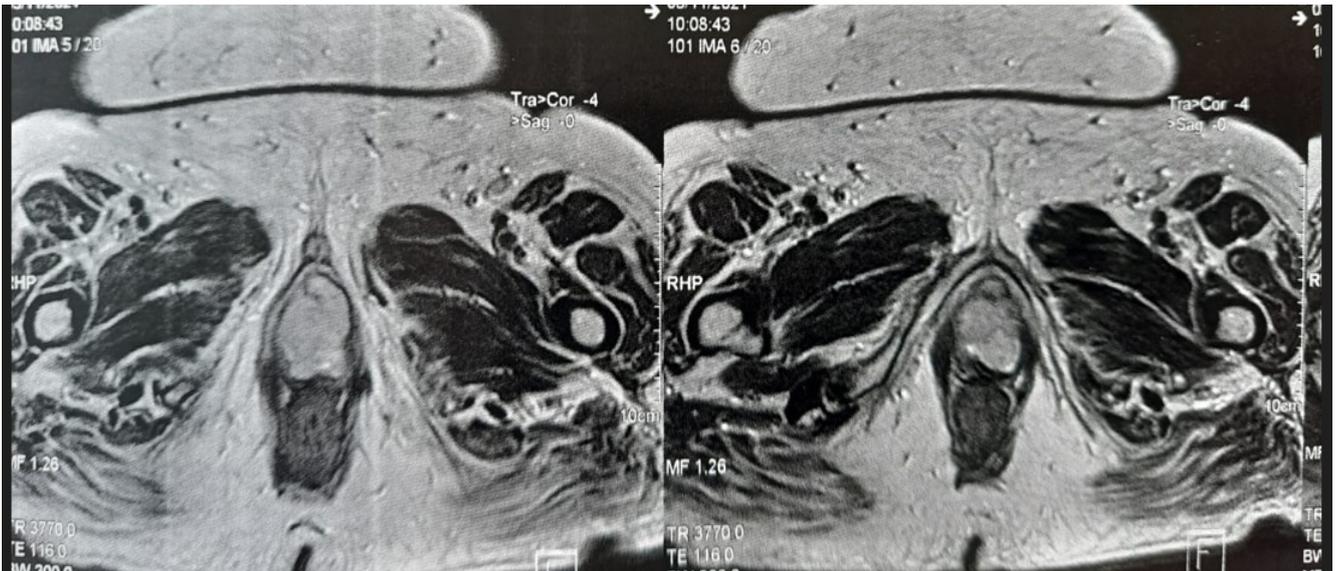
aspect IRM de la lésion vaginale
